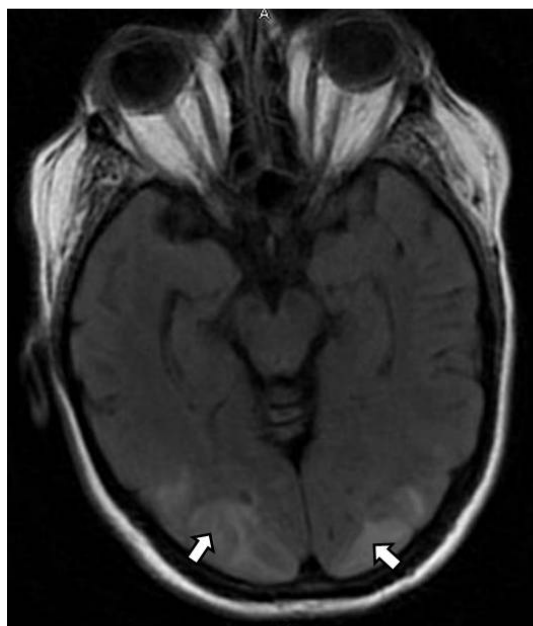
RM axial del cerebro que muestra lesiones patológicas en los lóbulos occipitales (flechas), resultando en ceguera cortical. La evaluación ocular y orbitaria en este caso es normal, acentuándose la necesidad de una localización correcta antes de ordenar la imagen
